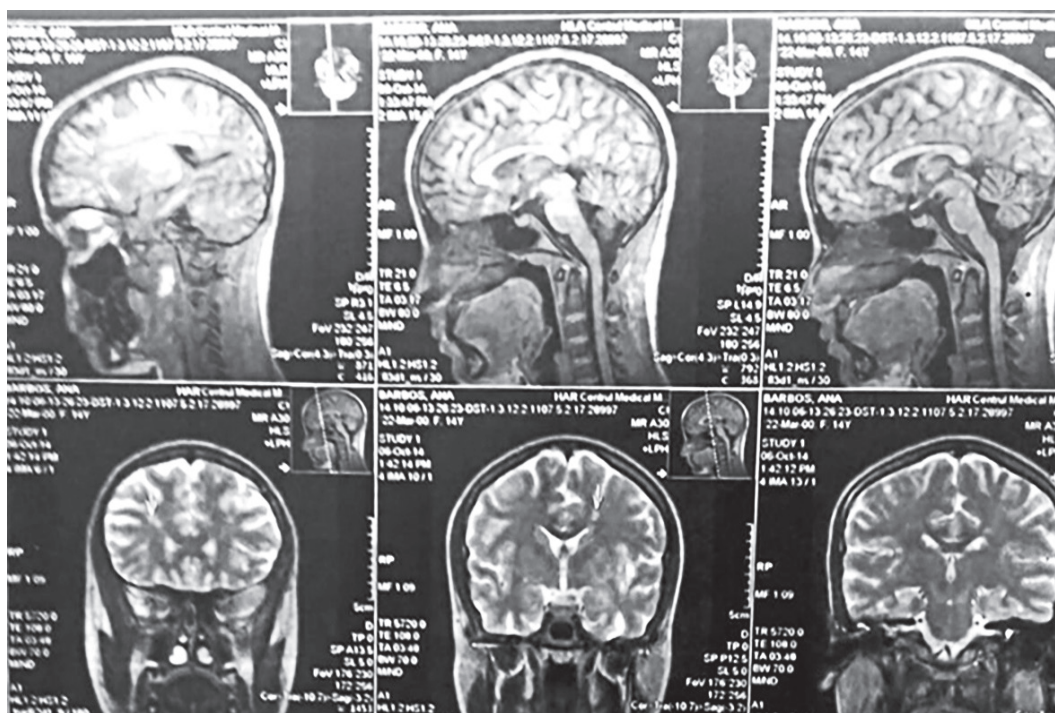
RMN cerebral (06.10.2014)
